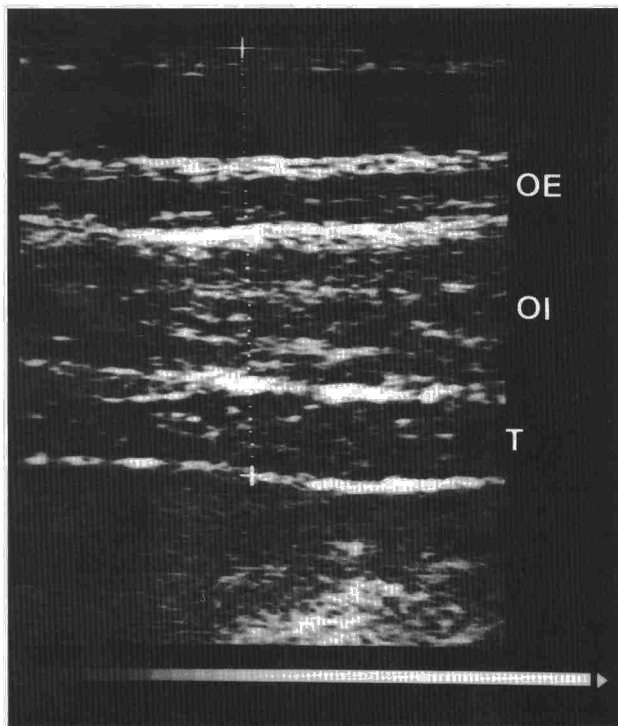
Imagen de ultrasonidos de la pared muscular anterolateral abdominal. OE: músculo oblicuo externo. OI: músculo oblicuo interno. T: músculo transverso.
